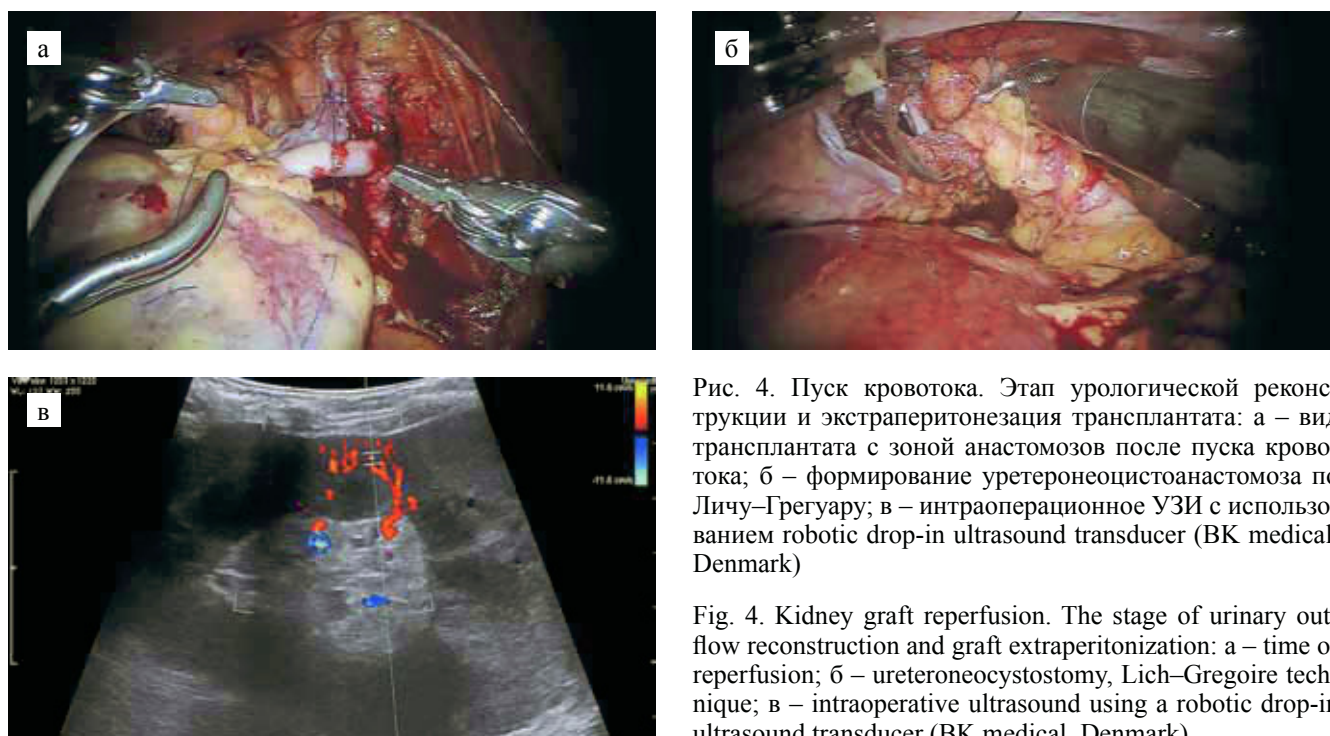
Пуск кровотока. Этап урологической реконструкции и экстраперитонезации трансплантата: а – вид трансплантата с зоной анастомозов после пуска кровотока; б – формирование уретеронеоцистоанастомоза по Личу-Грегуару; в – интраоперационное УЗИ с использованием robotic drop-in ultrasound transducer (BK medical, Denmark)
